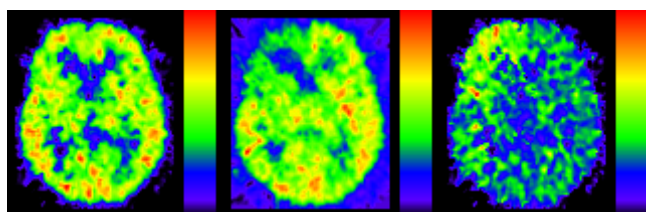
標準化の PET 画像の一部。左から CBF、OEF、CMRO2
